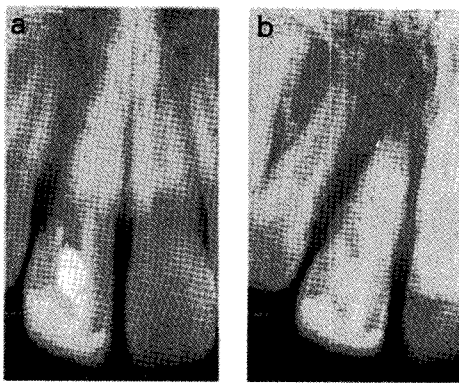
(a) Periapical radiograph after 8 months.
